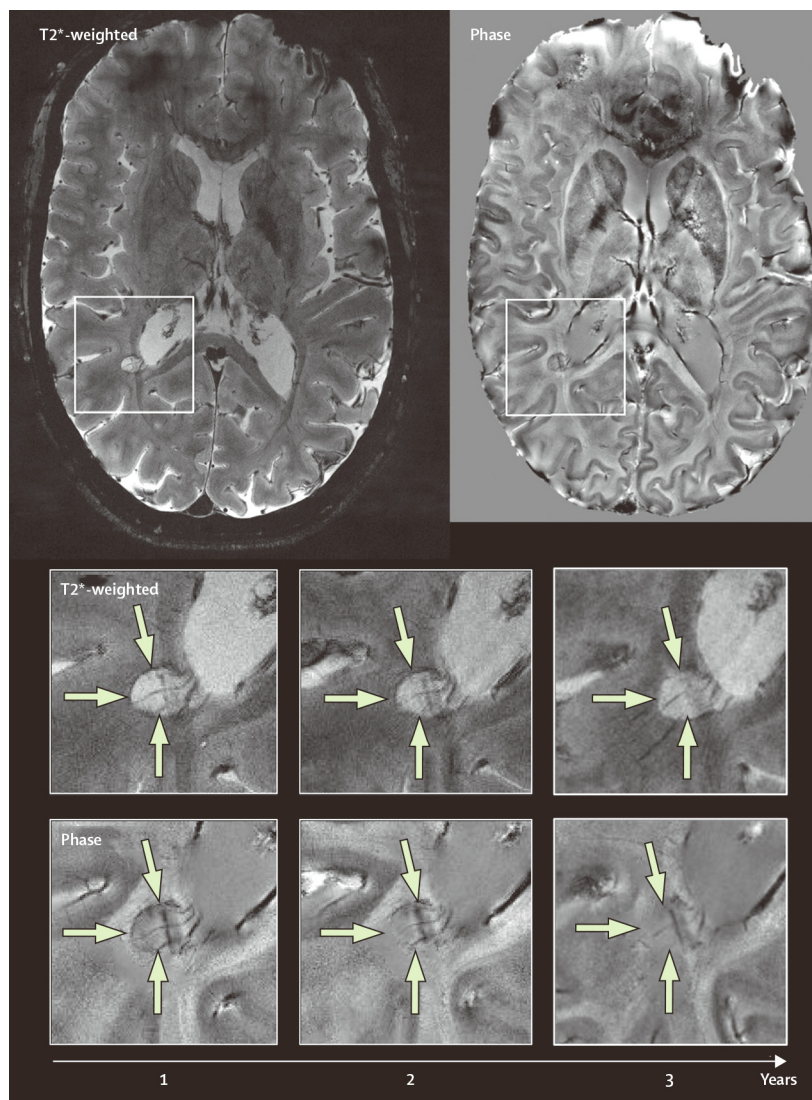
复发—缓解型多发性硬化患者超高场强脑MRI
